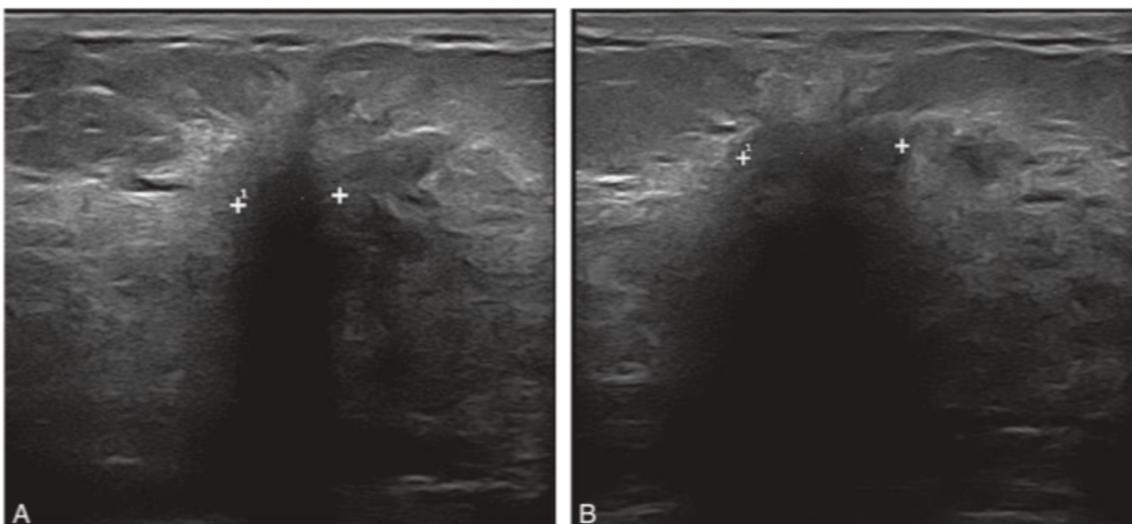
Échographie mammaire présentant une masse hypo-échogène.[18]
